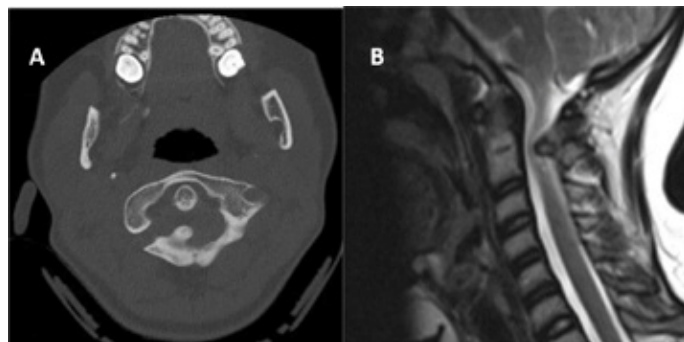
Aspect scanographique (A) et en IRM d'une exostose intra-canaulaire (Vu et al. 2020⁴³)
